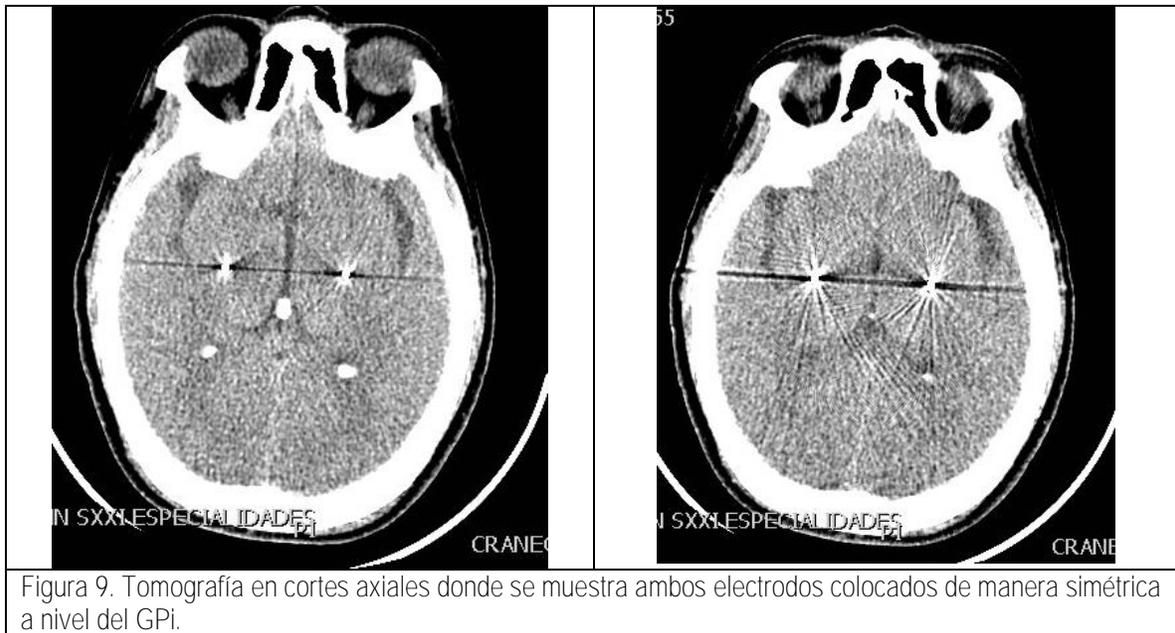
Tomografía en cortes axiales donde se muestra ambos electrodos colocados de manera simétrica a nivel del GPi.
